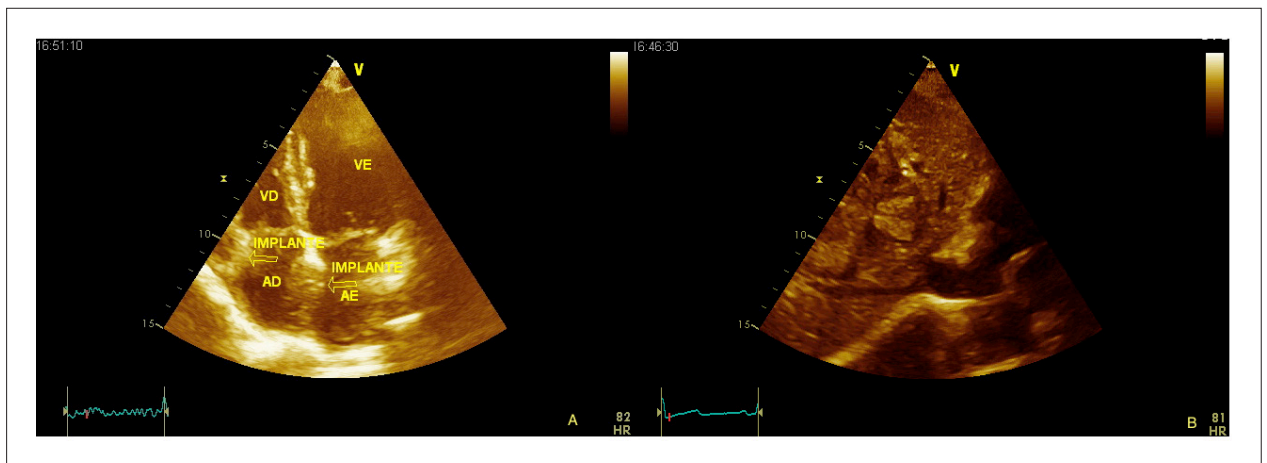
A figura demonstra através do corte apical 4 câmaras transtorácico imagem ecogênica localizada no septo interatrial e outra relacionada à cúspide anterior da valva tricúspide, sem precisão de seus bordos. Figura 1B – Realizado corte subcostal que evidencia metástase hepática do melanoma.
